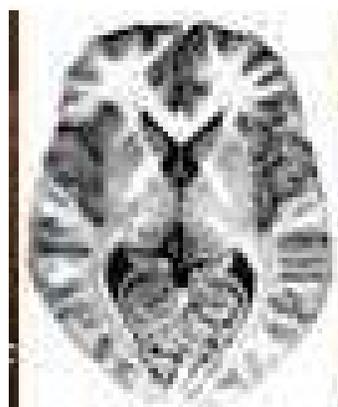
Imagem obtida por Ressonância Magnética
